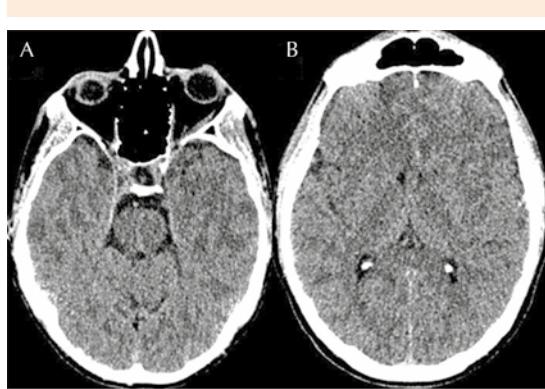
Tomografía de cráneo simple. A. Se observan hipodensidades de predominio temporal bilateral en relación con edema cerebral. B. Edema cerebral frontal bilateral con borramiento de cisuras corticales.
